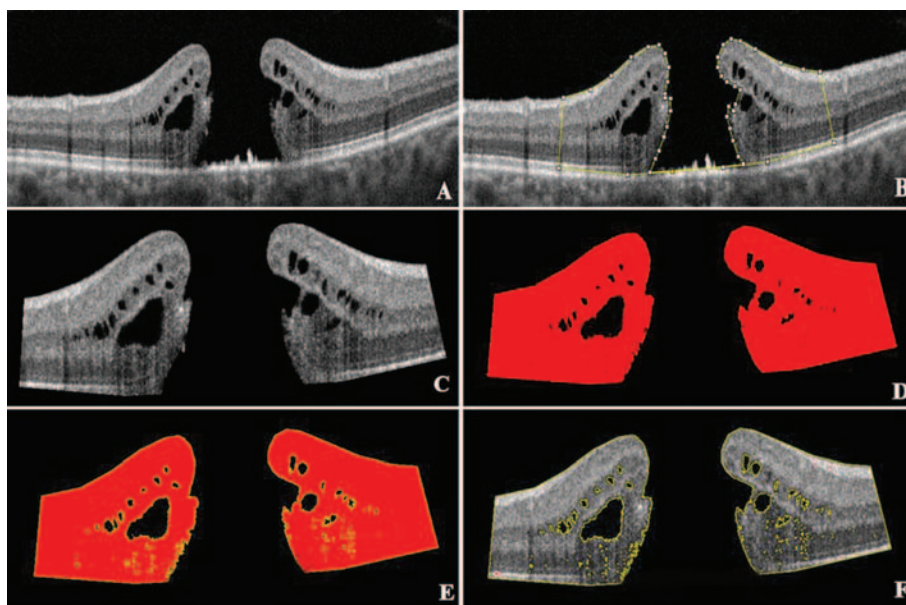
Пример расчета площади и средней оптической плотности ткани сетчатки у пациента со СМР. А — кросс-секционный скан оптической когерентной томографии до хирургического лечения; В — зона интереса в пределах 1500 мкм от края разрыва; С — исследуемый участок сетчатки; D — определение порога яркости для ткани сетчатки; E — выделение ткани сетчатки; F — расчет площади и средней оптической плотности на участке сетчатки без учета интравитреального скопления жидкости (средняя площадь оптического среза сетчатки — 78 380, средняя оптическая плотность — 86,9)
